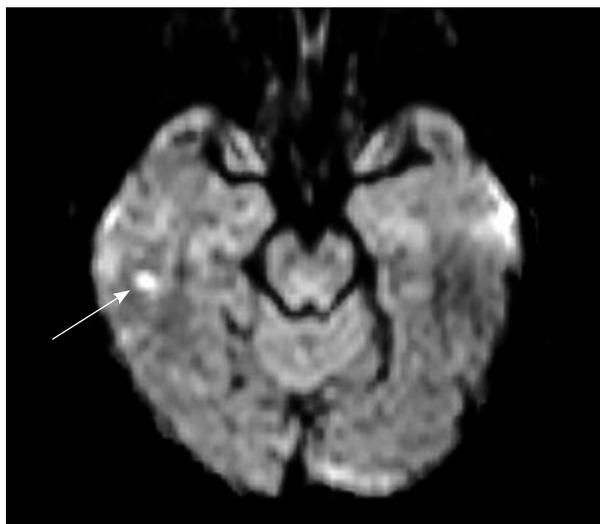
МРТ головного мозку пацієнтки П. МР-картина вогнища гострої ішемії в правій скроневій частці на DWI (стрілка)
